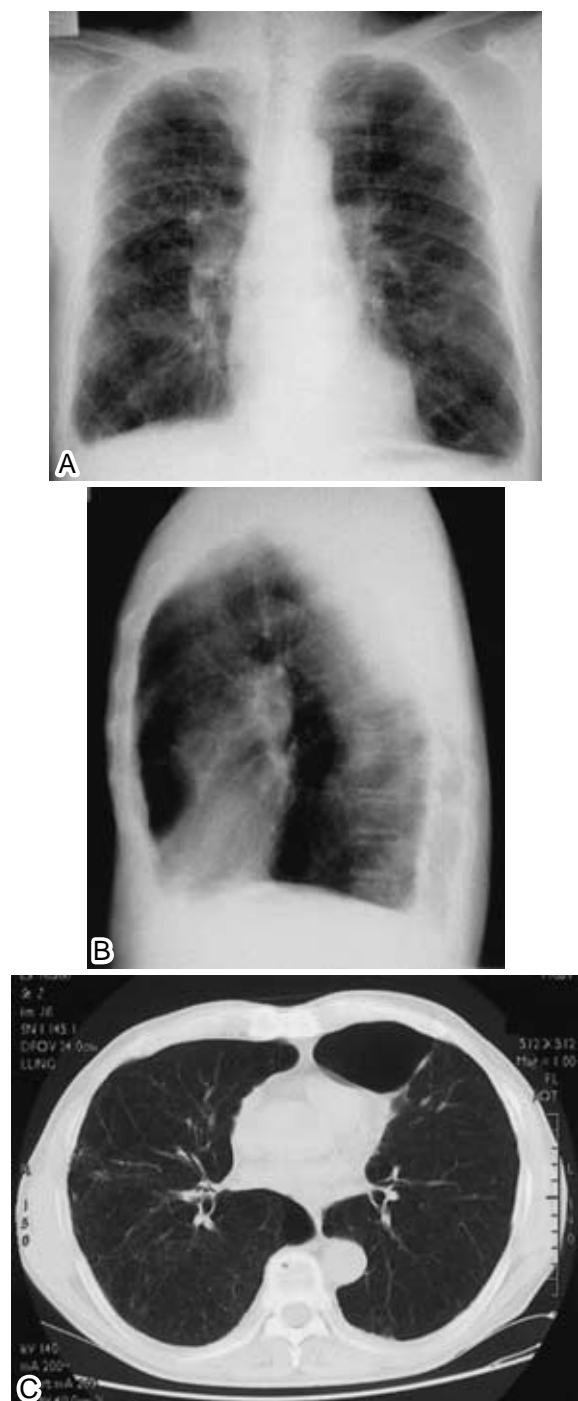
A, B : Chest radiograph show hyperpermeability shadows, predominantly in both upper lung fields. C : Chest CT shows a bulla with a low attenuation area.
